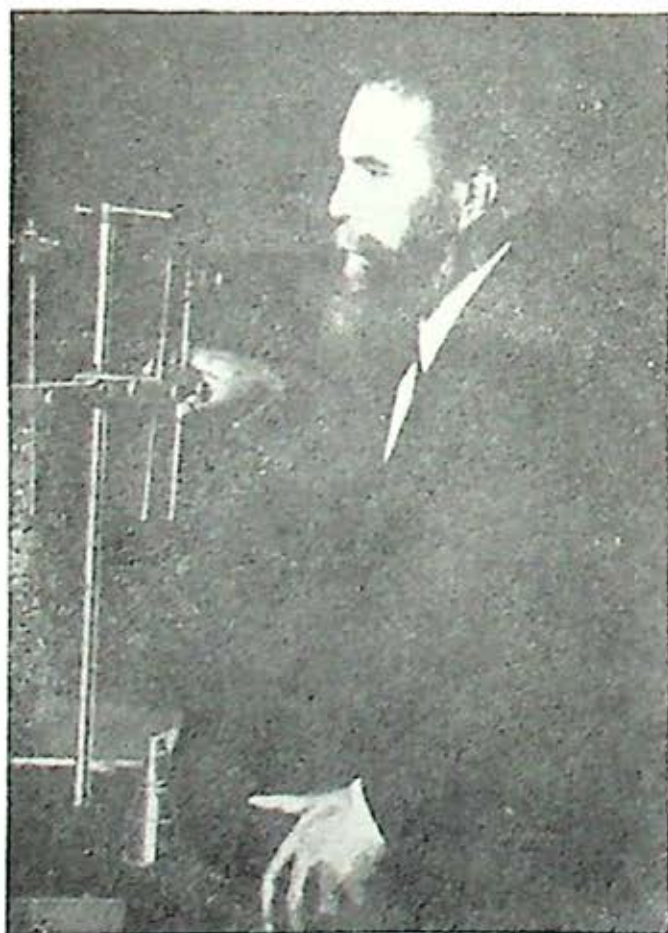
Guillermo Conrado Roentgen (1845-1923) descubridor de los Rayos X.
